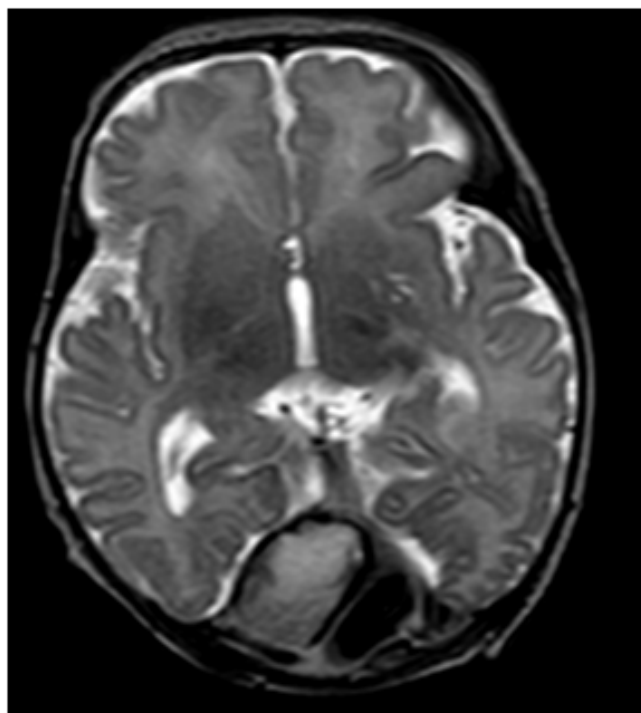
Image d'IRM pondérée en séquence T2 de la tête fœtale à J4 de vie dans le plan axial montrant un syndrome de masse à la face postérieure de la ligne médiane, à double composante, une composante en hypersignal T2 excentré à droite correspondant au thrombus du torcular et l'autre composante à gauche en hyposignal T2 correspondant à un remaniement hémorragique.
